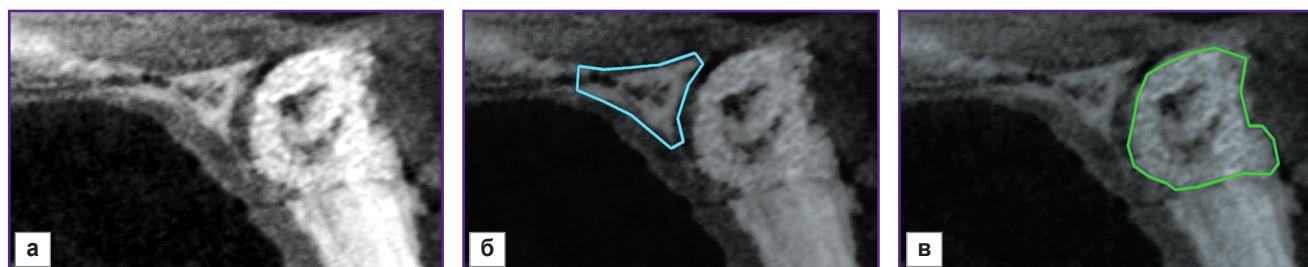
Томограмма челюстного сустава пациента, выполненная во время первого обращения: а — исходное изображение; б — выделенная врачом зона здоровой костной ткани; в — выделенная врачом зона пораженной костной ткани
